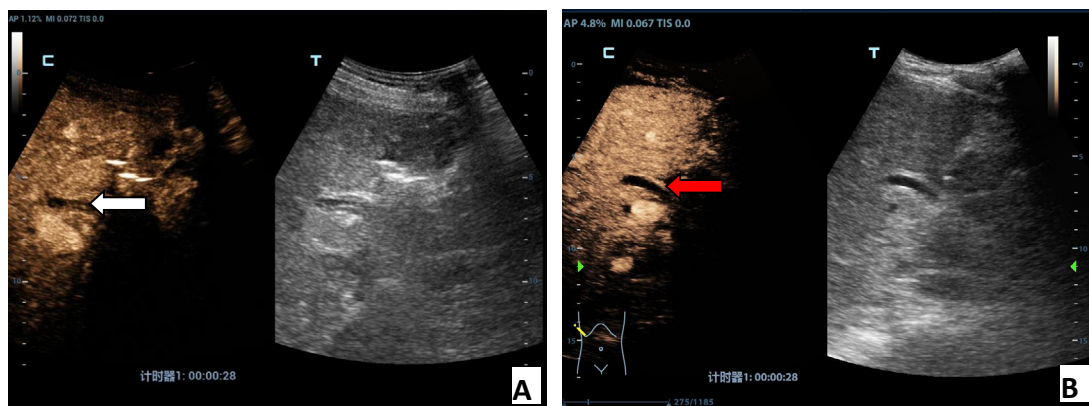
肝移植术后胆道狭窄组与对照组患者胆管壁超声造影
